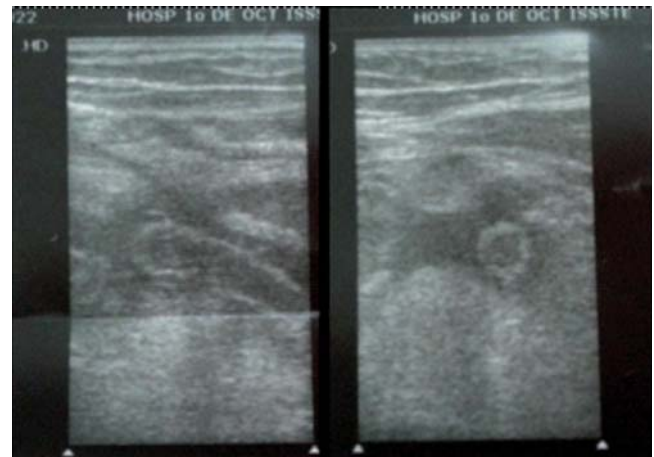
Ultrasonido abdominal donde se observa imagen en diana, aumento de tamaño y líquido periapendicular.
